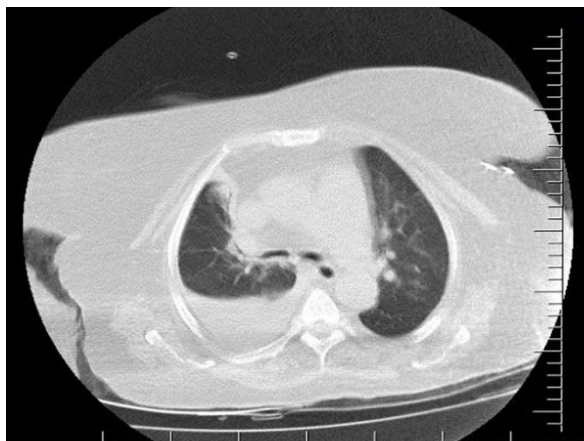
Thoracic CT of the patient shows right pleural effusion (empyema?).
